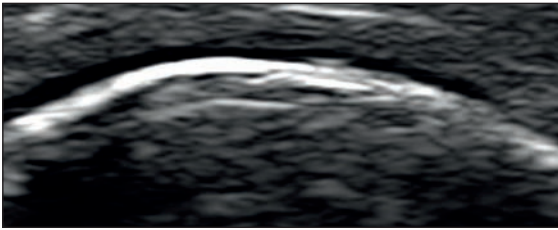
Ecografia del tendine dell'estensore ulnare del carpo (scansione trasversale) a livello del polso destro in una paziente con artrite reumatoide. Evidenza di versamento ed ipertrofia sinoviale locale, come per tenosinovite.
